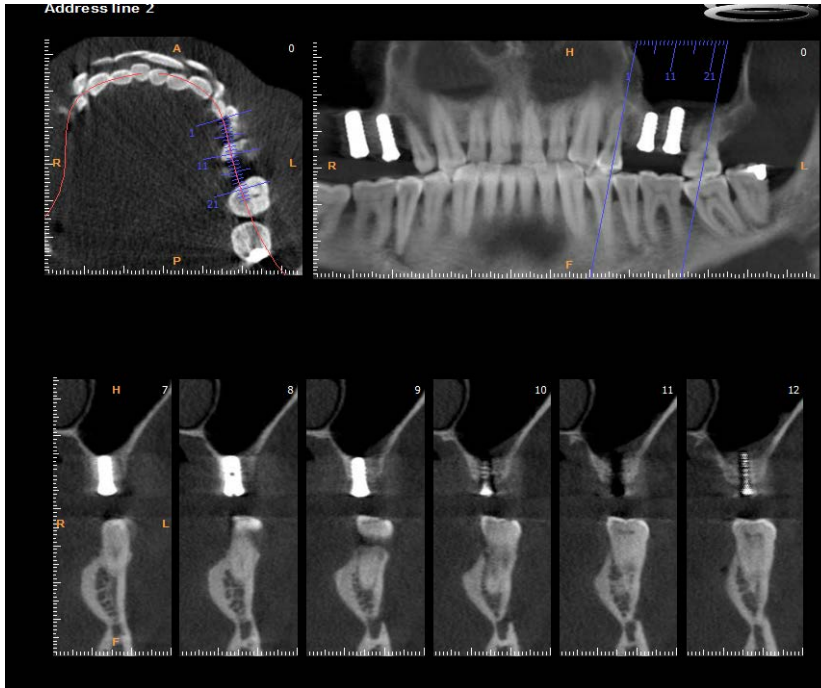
Greft kullanılmayan grupta preoperatif konik ışınli BT görüntüleri
